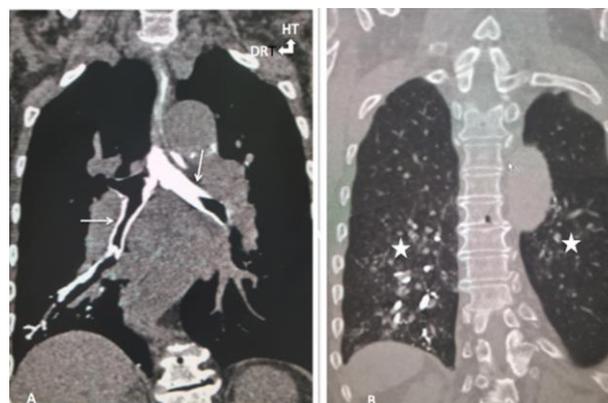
TDM thoracique sans injection IV avec ingestion de PDCI, en reconstruction Frontale : Médiastinale A montré une opacification des bronches (flèches). En fenêtre parenchymateuse B montre une pneumopathie aigue d'inhalation (étoiles).
